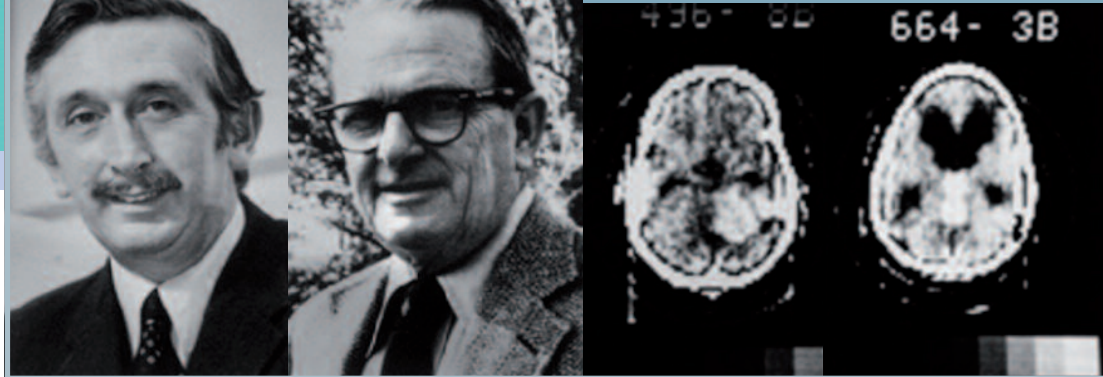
Sir Godfrey N. Hounsfield. Alan M. Cormack. Primeras imágenes de TC craneal.
